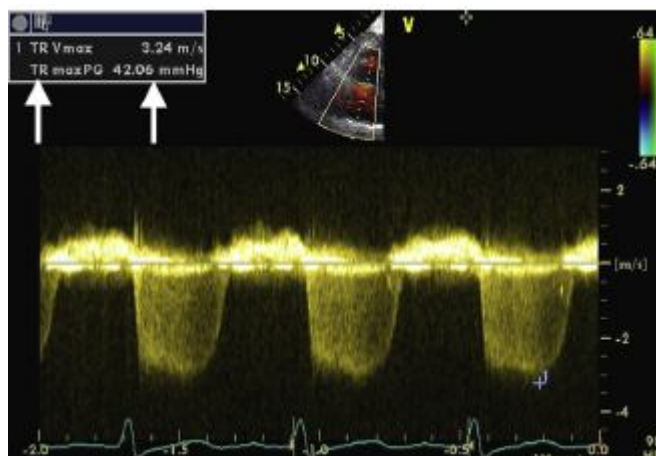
Echo-doppler cardiaque durant une insuffisance tricuspide mesurant le gradient de pression entre l'oreillette et le ventricule droit (flèche). Chez ce patient souffrant d'HTAP, la VIT est de 3.24m/s correspondant à une PAPs de 42mmHg [194]
